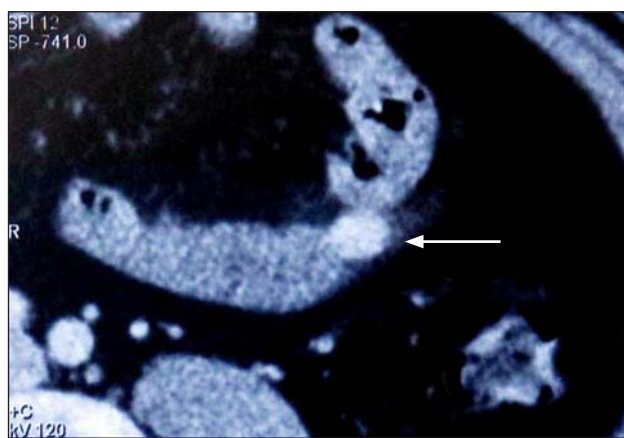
Компьютерная томограмма органов брюшной полости больного Д. Стрелкой обозначена опухоль тонкой кишки (лейомиома) размером 2×3 см.
